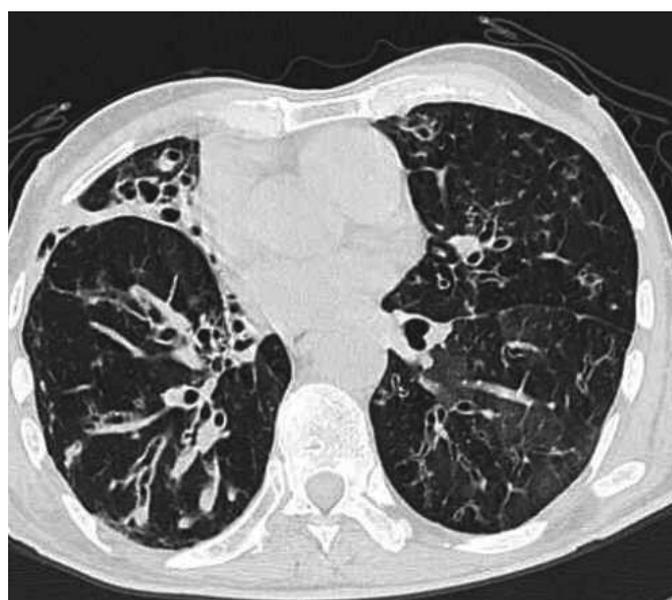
Синдром Вильямса - Кэмпбелла, КТ ОГП.
